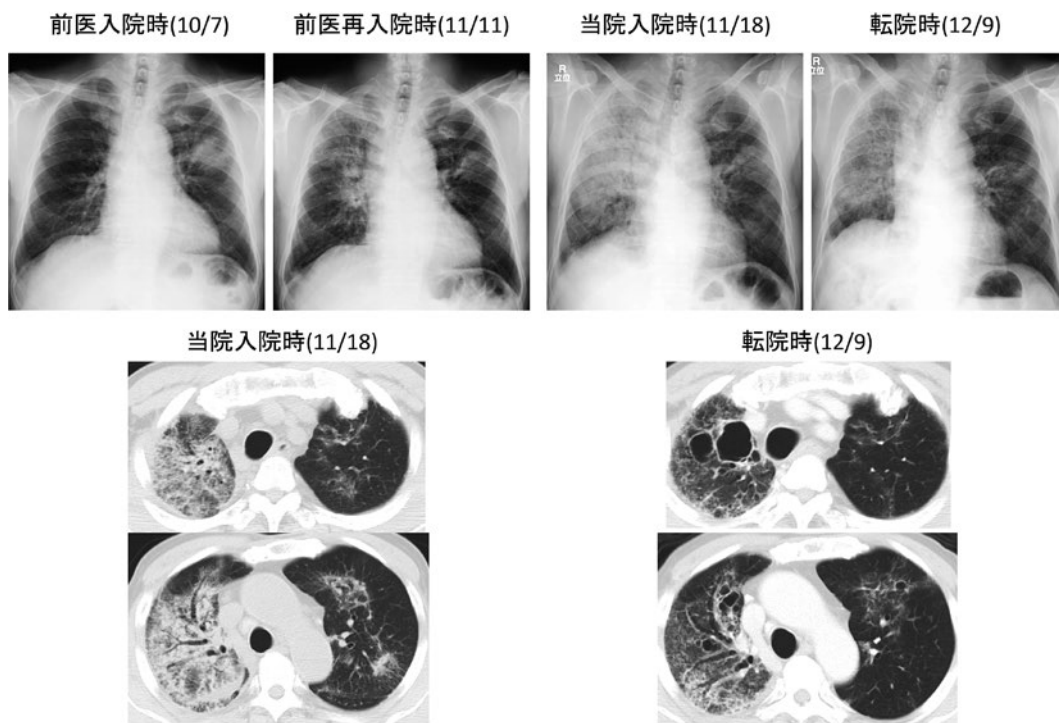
画像の経過。前医入院時(10/7):左肺野にすりガラス様陰影を伴う浸潤影を認め肺炎として前医入院。前医再入院時(11/11):左肺野の陰影は改善傾向であったが、新たに右肺野に淡いすりガラス様陰影を認めた。国立病院機構沖縄病院入院時(11/18):右肺野の陰影はair bronchogramを伴う浸潤影とすりガラス様陰影に悪化していた。転院時(12/9):すりガラス様陰影は改善傾向を認めるが右肺はさらに縮小し、右上肺野には空洞病変を疑わせる陰影が出現していた。胸部CTでは右肺優位、特に浸潤影が強かった場所に大小さまざまな囊胞病変を認めた。
